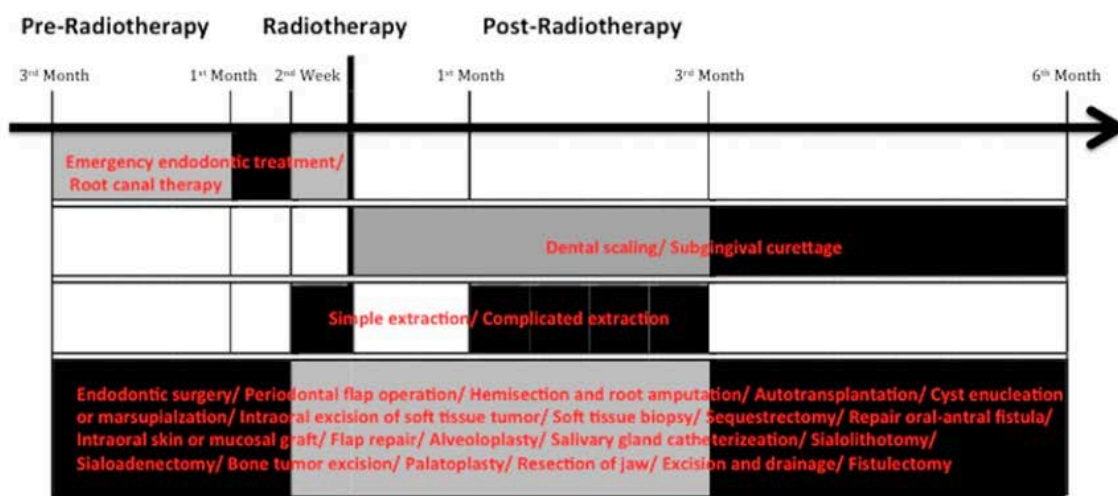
Línea del tiempo donde aparecen los tratamientos que pueden realizarse en función al momento respecto a la radioterapia. Los bloques negros pertenecen a zonas de elevado riesgo, donde debe estar prohibido el tratamiento; los bloques grises describen la alta prevalencia de ORN; debe evitarse la terapia dental en este periodo. FUENTE: Huang YF, Liu SP, Muo CH, Chang CT. The association between dental therapy timelines and osteoradionecrosis: a nationwide population-based cohort study. Clin Oral Investig. 2020; 24(1): 455- 463.
